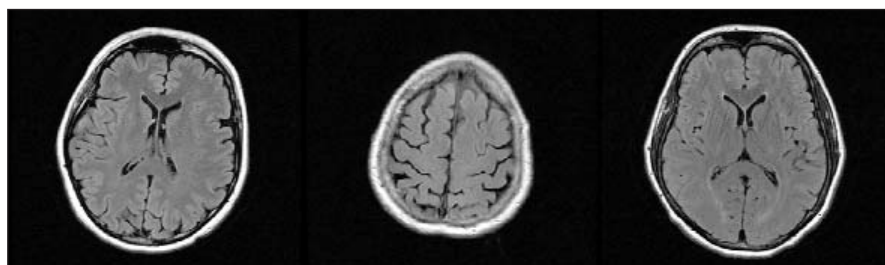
МРТ головного мозга пациента с сосудистой патологией головного мозга без эпилептических припадков, 5 баллов по шкале ARWMC
